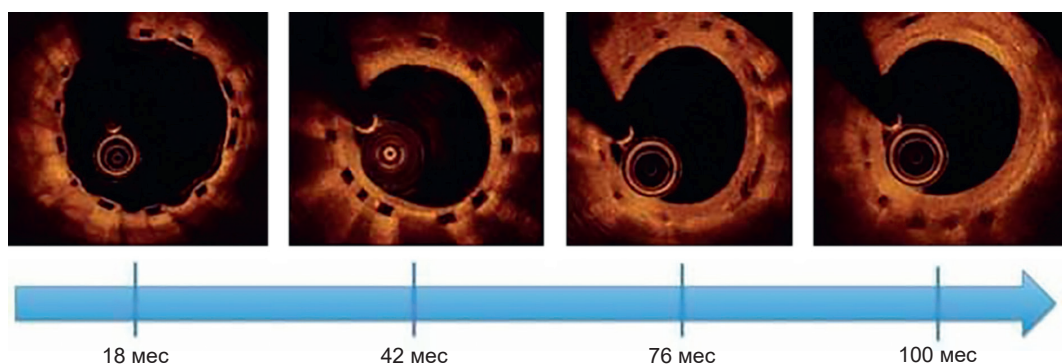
Оптическая когерентная томография коронарных артерий в разные сроки после имплантации биорезорбируемого каркаса
